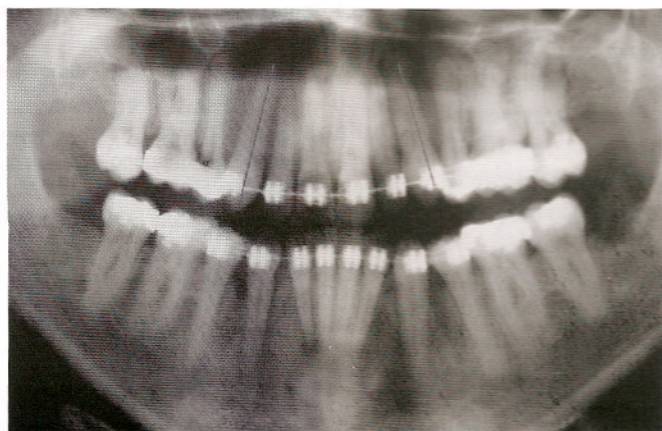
Radiografia panorâmica exibindo as dificuldades de distalização das raízes dos elementos 13 e 23.
